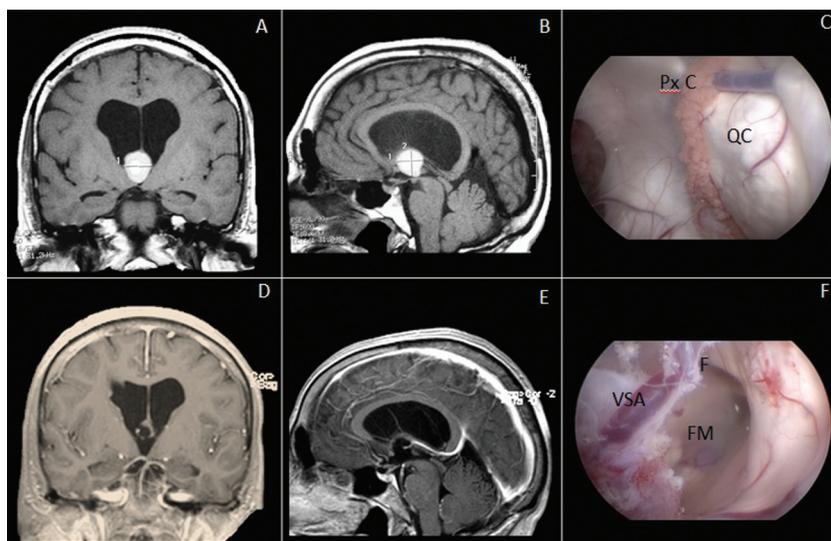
A, B: resonancia magnética (RM), corte coronal y sagital, T1 con cte. preoperatoria; se observa lesión en tercer ventrículo de 12 × 14 mm compatible con quiste coloideo (QC). C: imagen intraoperatoria; se observa la lesión ocupando el foramen de Monro (FM). D, E: control posoperatorio por RM con adecuada exéresis, FM permeable. F: imagen intraoperatoria; se observa adecuada extirpación con liberación de FM y preservación de vena septal anterior (VSA). Se observa el fórnix (F) como límite anterior.
